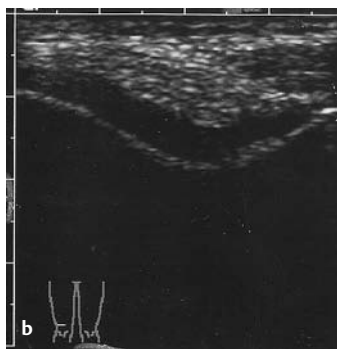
u. b Sonographie des Knies: Suprapatellarer Querschnitt; Knie in Beugung. a Schnitt-ebene, b Normalbefund. Kuhle = hyaliner Knorpel, links Condylus medialis, rechts Condylus lateralis, darüber quer getroffen Quadrizepssehne
